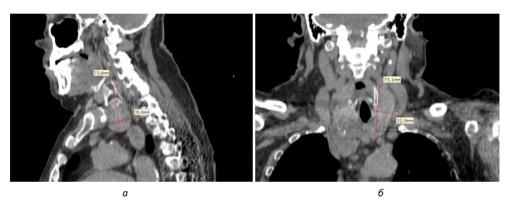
МСКТ органов шеи: a — срез в сагиттальной плоскости; δ — срез во фронтальной плоскости. Крупный узел правой доли ЩЖ
